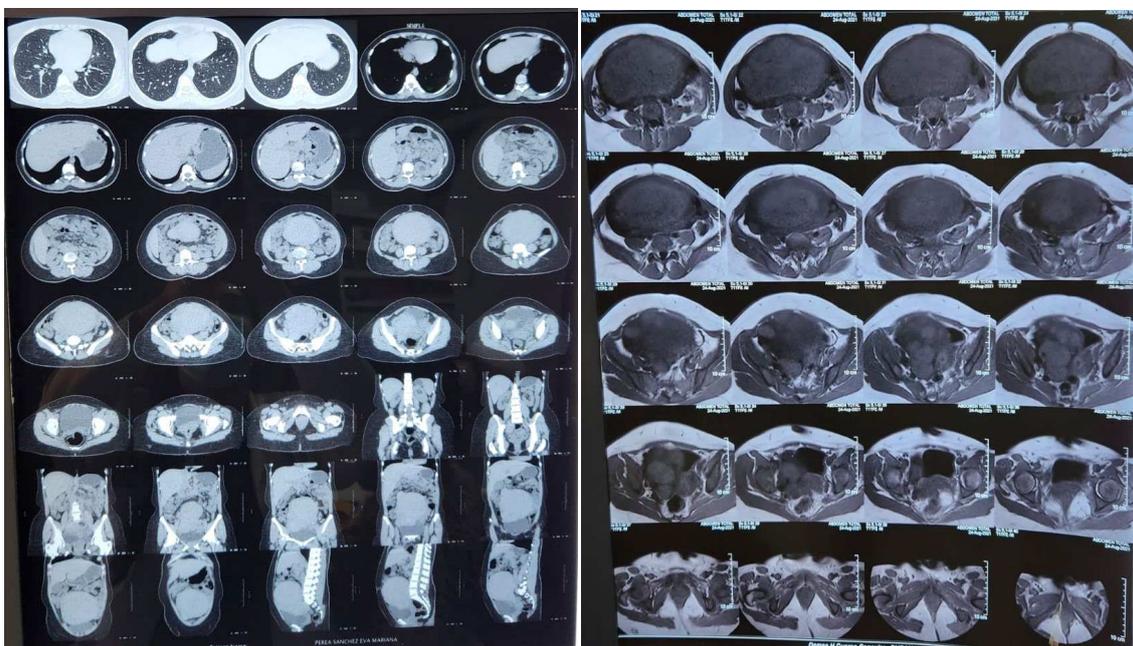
RMN Mioma Uterino de gran tamaño
